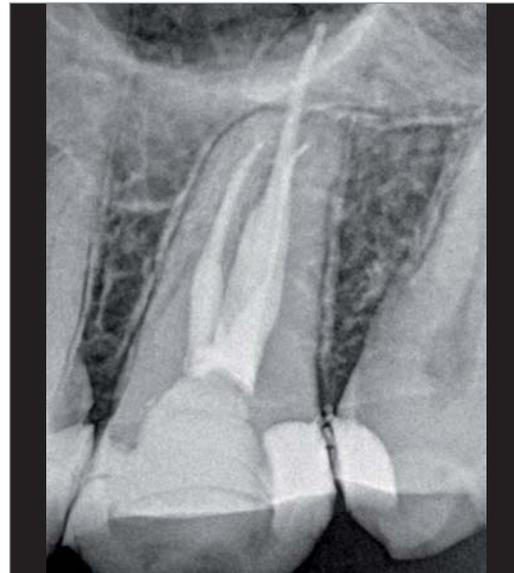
Der Patient klagt über gelegentliche pulsierende Schmerzen mit Exazerbation bei Wärme. a) Röntgenologisch suffiziente Wurzelfüllung. b) Nach Entfernung der Deckfüllung und Darstellung der vorhandenen Wurzelfüllungen. c) Spontane Pusentleerung aus dem bereits dargestellten und unbehandelten MB2-Kanal (Pfeil). d) Im Rahmen der Aufbereitung des MB2-Kanals (roter Pfeil) konnte vitales Pulpagewebe entfernt werden (gelber Pfeil).
